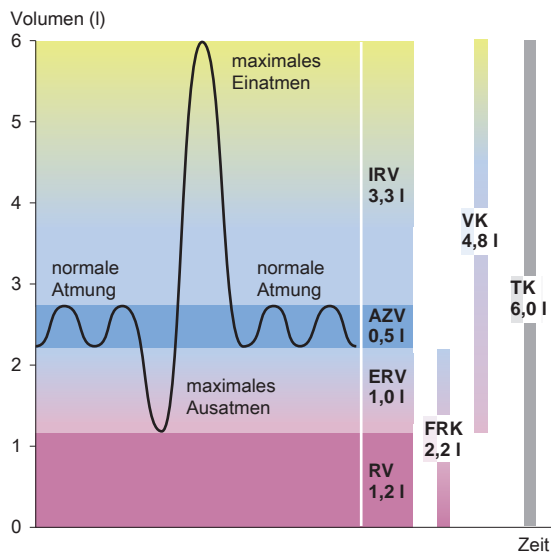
Lungenvolumina. Die geatmeten Volumina werden mit einem Spirometer gemessen und mittels einer Kurve angezeigt. AZV = Atemzugvolumen, IRV = inspiratorisches Reservevolumen, ERV = expiratorisches Reservevolumen, VK = Vitalkapazität, RV = Residualvolumen, FRK = funktionelle Residualkapazität, TK = Totalkapazität. [L190]
